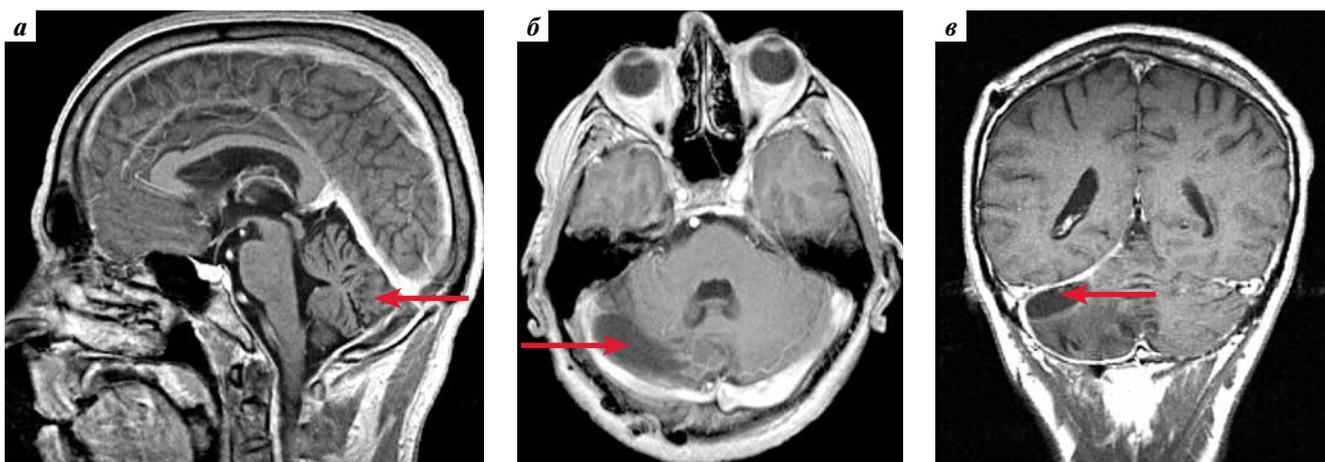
Магнитно-резонансная томография, сагиттальный (а), горизонтальный (б), фронтальный (в) срезы. Кистозно-глиозные изменения в ложе удаленной ганглиоцитомы (указаны стрелкой). Признаков продолжающегося роста нет
